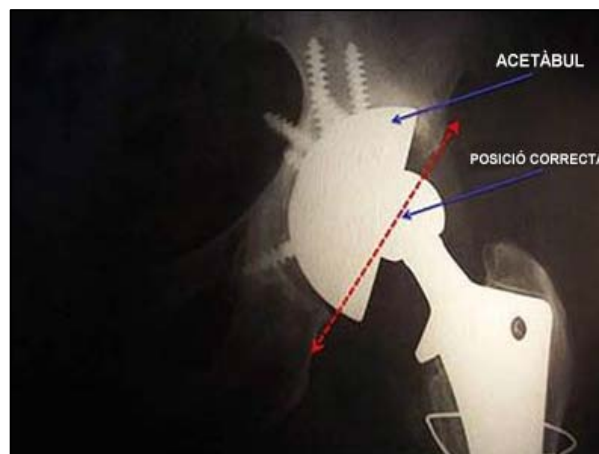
Radiografia AP maluc esquerra. Verticalització del component femoral.
